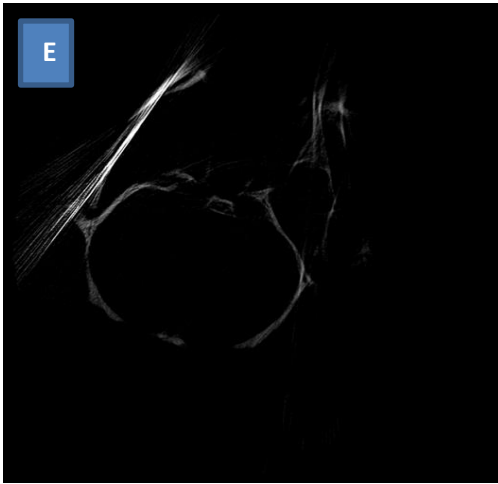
(E): Micro CT das regiões tratadas com C (lado esquerdo) e EC (lado direito).
